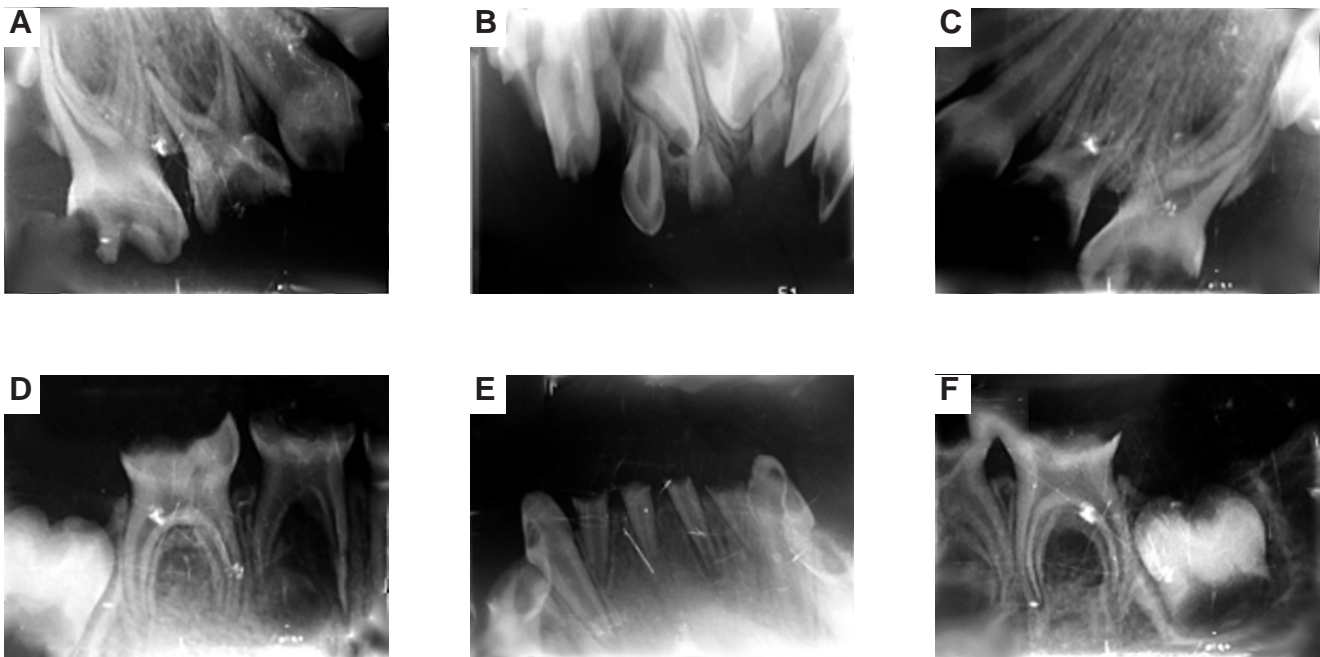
Radiografías iniciales periapicales y oclusales superiores e inferiores.
